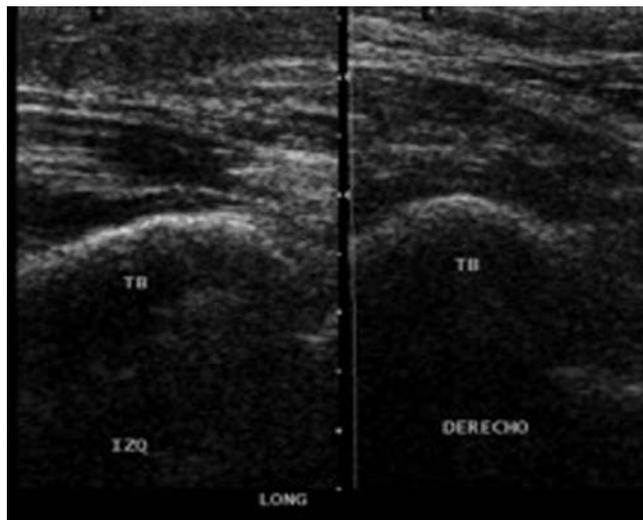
Ultrasonido de corte longitudinal comparativo, que muestra el tendón de Aquiles izquierdo con interrupción de las fibras, con trazo transverso, característicamente hipocóico, respeta solamente algunas fibras profundas y se acompaña de hematoma perilesional.
